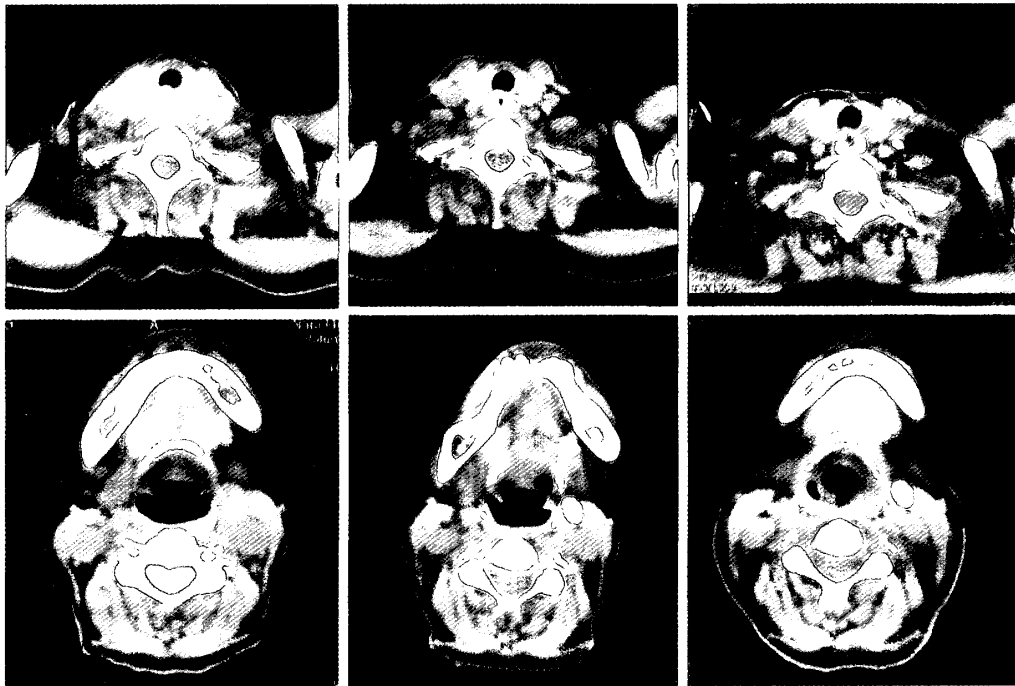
CT findings of tumor calcification in cervical esophagus and lymphnodes before and after chemoradiotherapy
